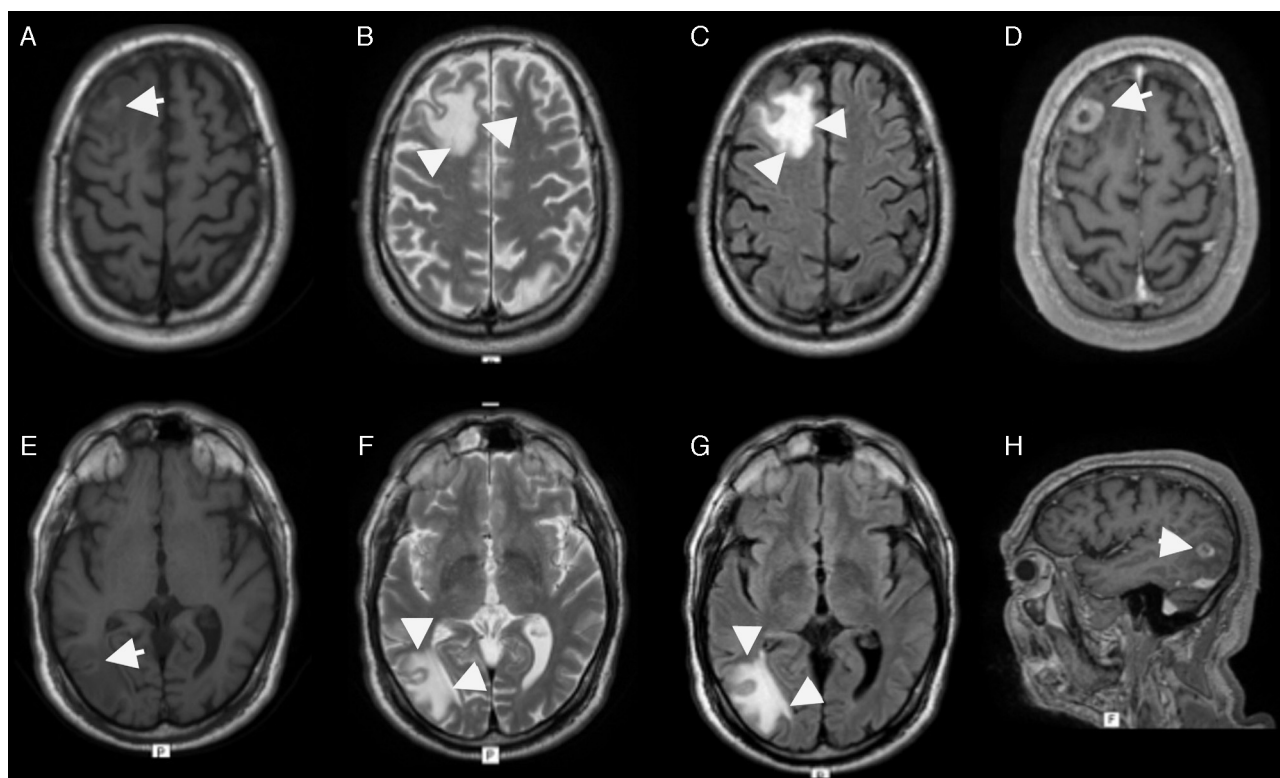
Se observan 2 lesiones parenquimatosas, una frontal y otra occipital derechas (flechas en A, D, E y H). Las lesiones son ligeramente hiperintensas en T1 (A y E), hiperintensas en T2 (B y F), así como en FLAIR (C y G), mostrando realce anular tras la inyección de gadolinio (D y H). Nótese el edema del parénquima perilesional (puntas de flecha en B, C, F, G).
